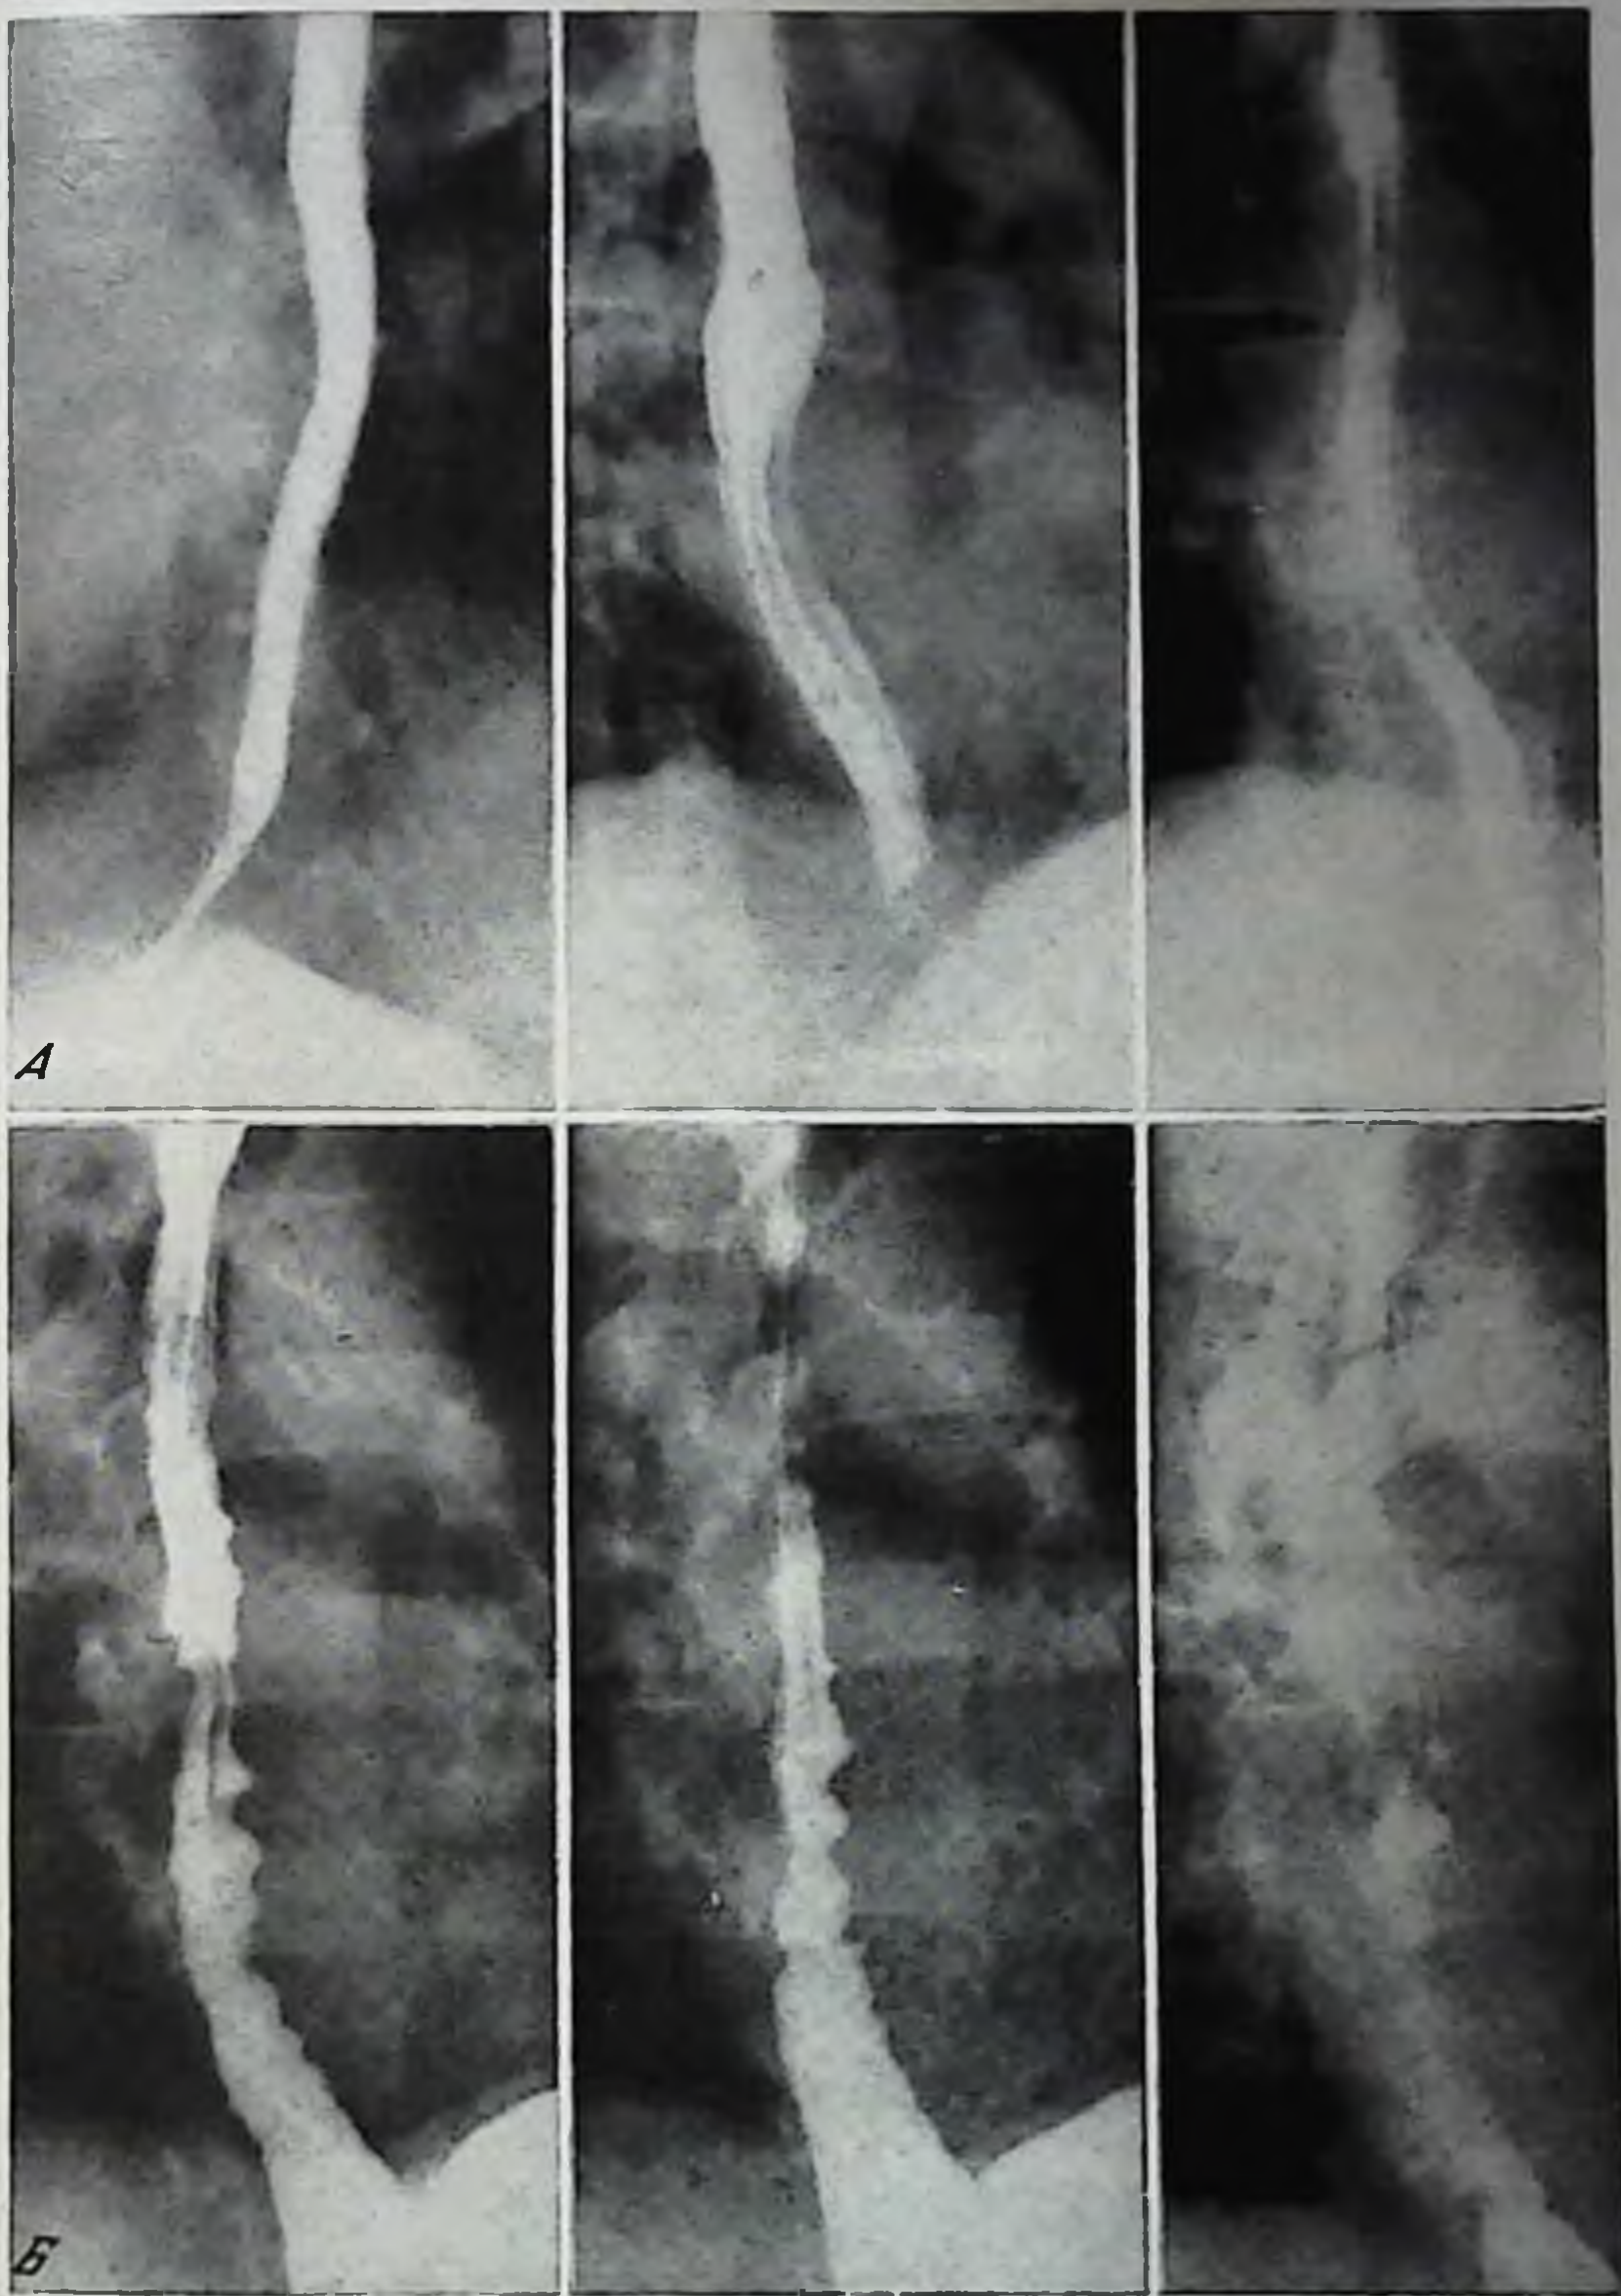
Рентгенограммы пищевода больного Ш. Эзофагоспазм I степени
